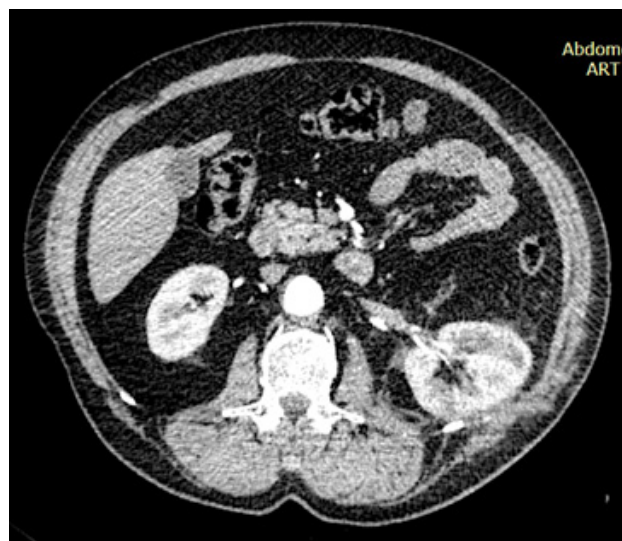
Компьютерная томограмма с контрастным усилением через 3 месяца после операции, артериальная фаза. Нормально контрастирующаяся паренхима левой почки, контуры чёткие, не ограничена от мягких тканей поясничной области
